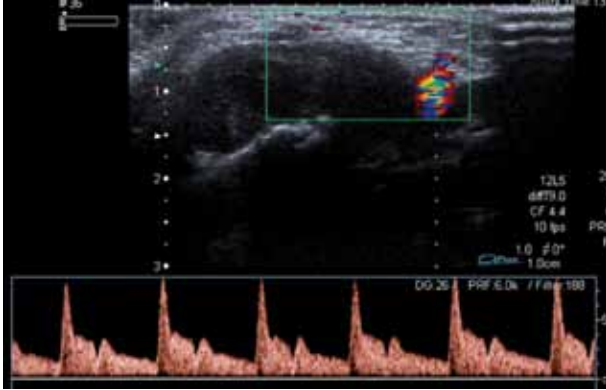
Eco-Doppler: tumoración sólida en el ángulo mandibular derecho con afectación ósea y componente de partes blandas, de 3,6 x 1,3 cm. La masa de partes blandas es hipocóica no homogénea con vasos arteriales en su interior.
